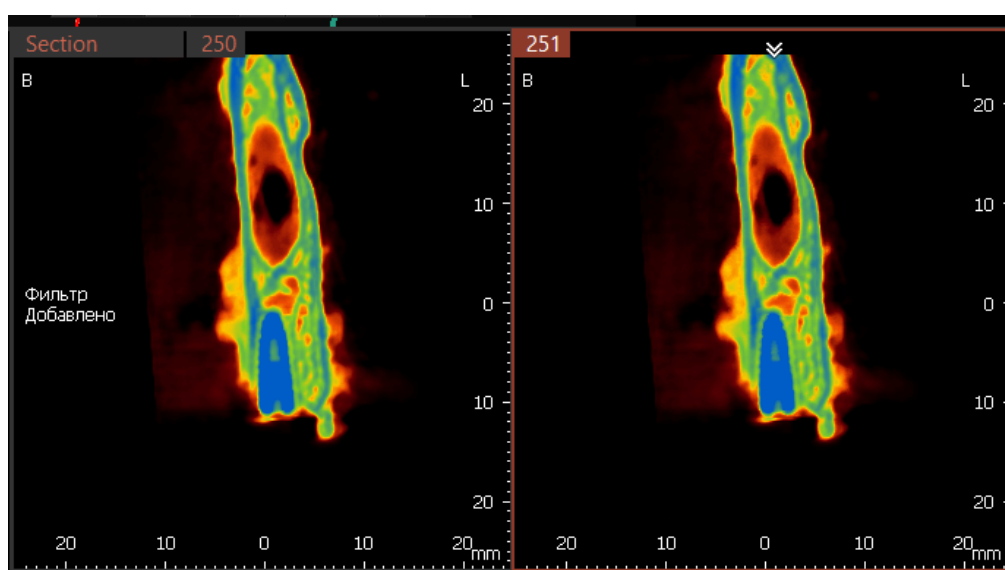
Томограмма на уровне имплантата 3.1, определяется неравномерная плотность костной ткани по периферии имплантата
